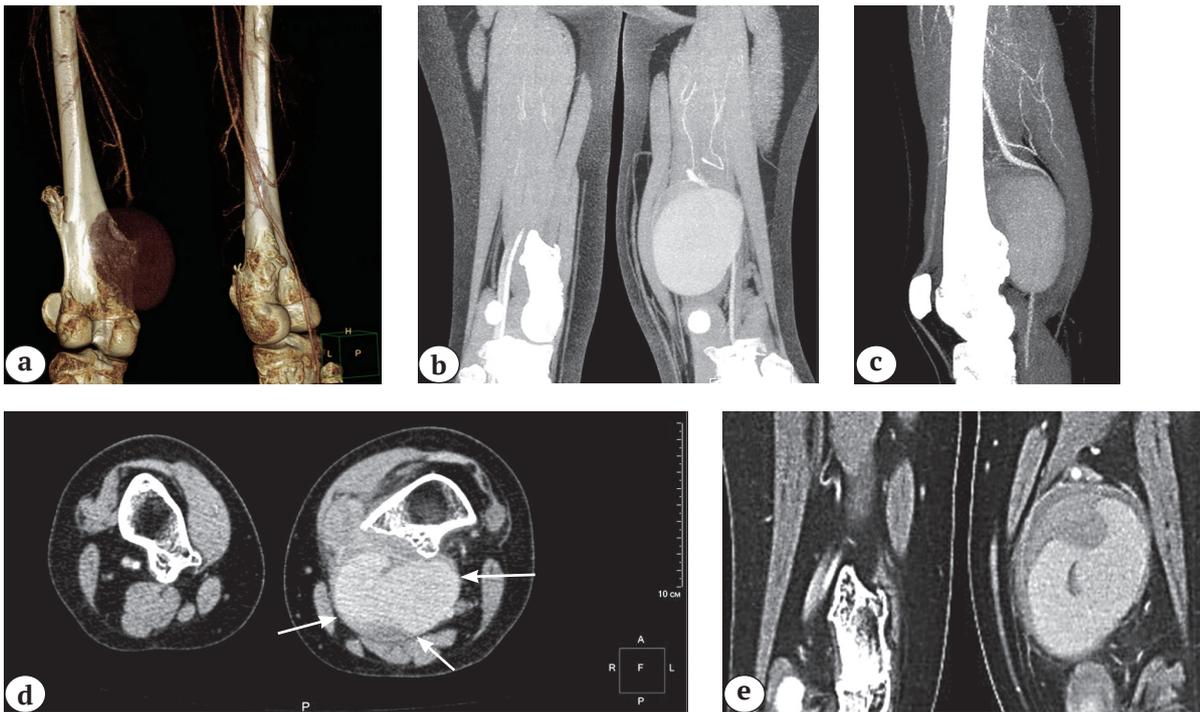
Мультиспиральная КТ-ангиография сосудов нижних конечностей пациентки 12 лет:
